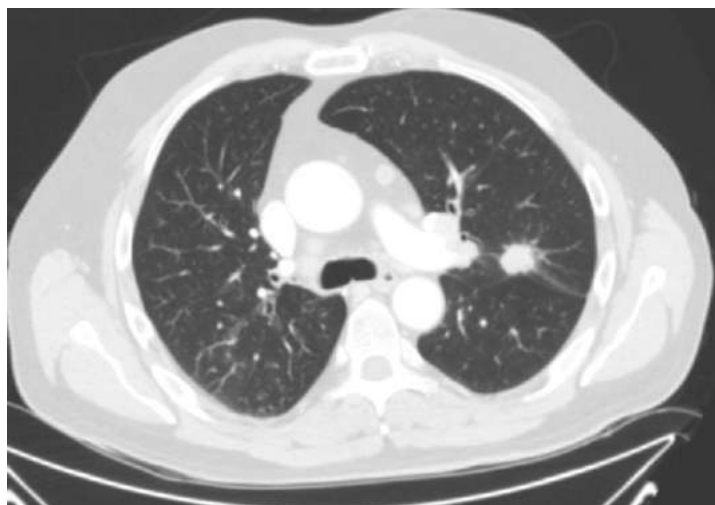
TC tórax con CIV. Corte axial. Ventana pulmón. Nódulo pulmonar espiculado en LSI de 21 mm.
